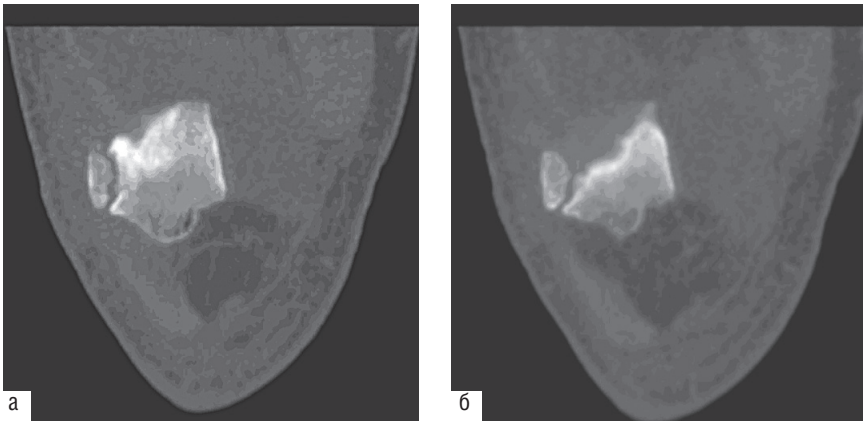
Мультипланарное реформатирование КТ-срезов (а, б) с плоскостью среза на уровне надколенника. Фрагмент наружной части надколенника, который травматолог ошибочно принял на рентгенограмме за перелом. Ровные закругленные очертания костных поверхностей между фрагментом и остальной частью надколенника и покрывающие их замыкающие пластинки позволяют исключить перелом, несмотря на наличие гемартроза, и установить вариант развития — неслившееся ядро окостенения надколенника: *patella bipartita* (надколенник, состоящий из двух частей). КТ-срезы приведены для большей наглядности, правильно истолковать эту картину обычно без труда удастся по рентгенограммам
